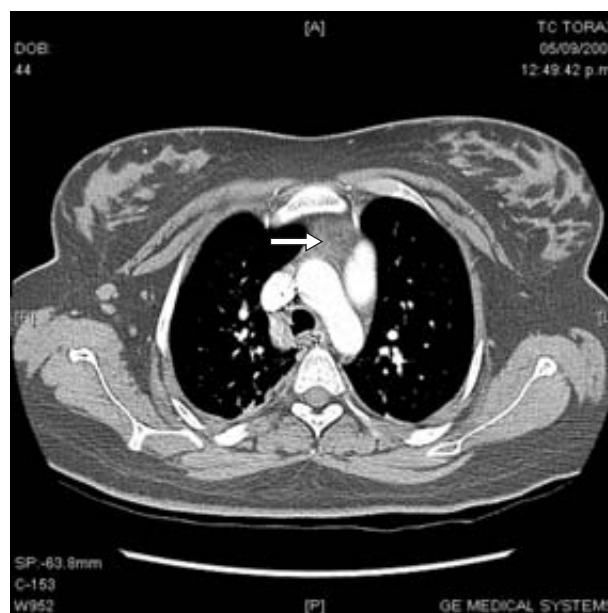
Tomografía axial contrastada de tórax que muestra (flecha) vestigios del timo.
